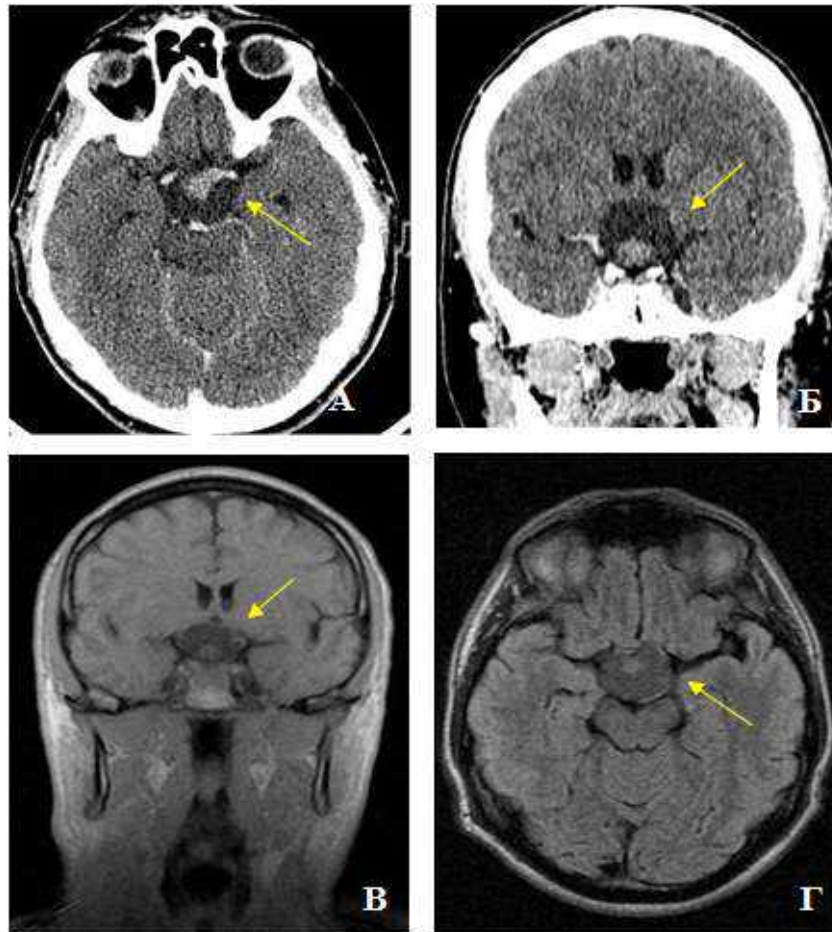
Спостереження №53. Пацієнт М-ко, 47 років, історія хвороби №165923. МСКТ та МРТ головного мозку пацієнта кістозно-солідною краніофарінгіомою. Жовтими стрілками позначене об'ємне утворення. А, Б — МСКТ — АГ головного мозку. В, Г — МРТ головного мозку
